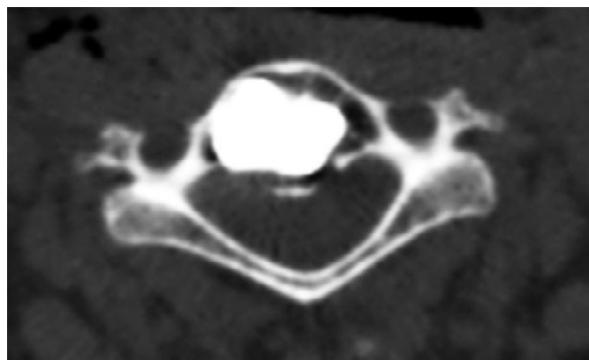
手术后对患者 A 脊椎 C_7 的 CT 扫描
